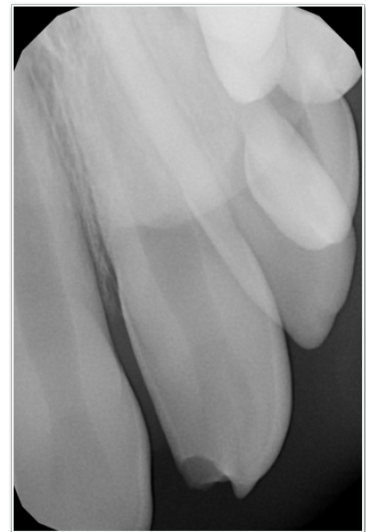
Radiografía periapical de 2.1 proyección mesial. Noviembre 2016.
